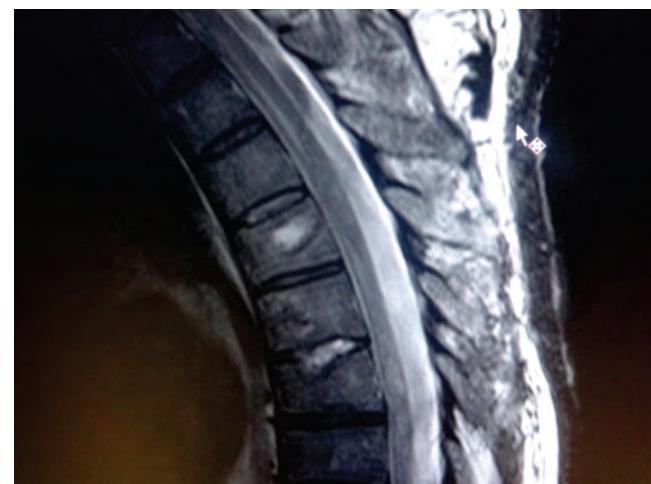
Imagen sagital de RM que muestra a nivel de T4 la lesión ocasionada por la biopsia transpedicular realizada y los nódulos de Schmorl.
